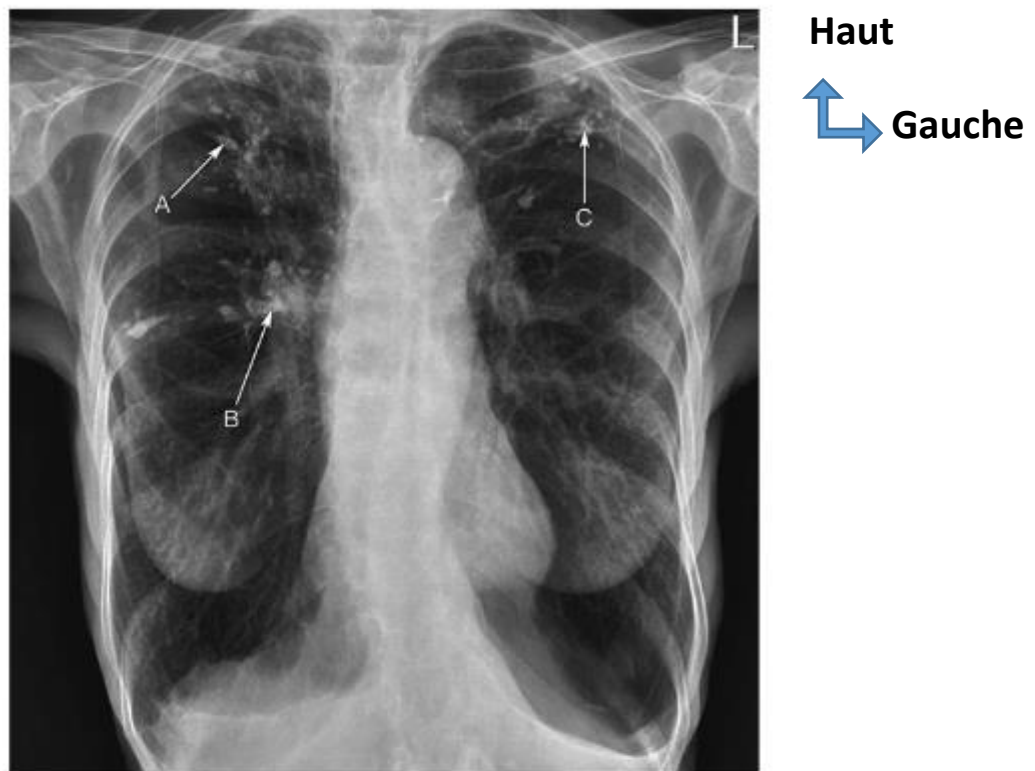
Image radiographique de calcifications parenchymateuses bilatérales: A) apicales droites; C) apicales gauches; B) hilaires droites (31).
